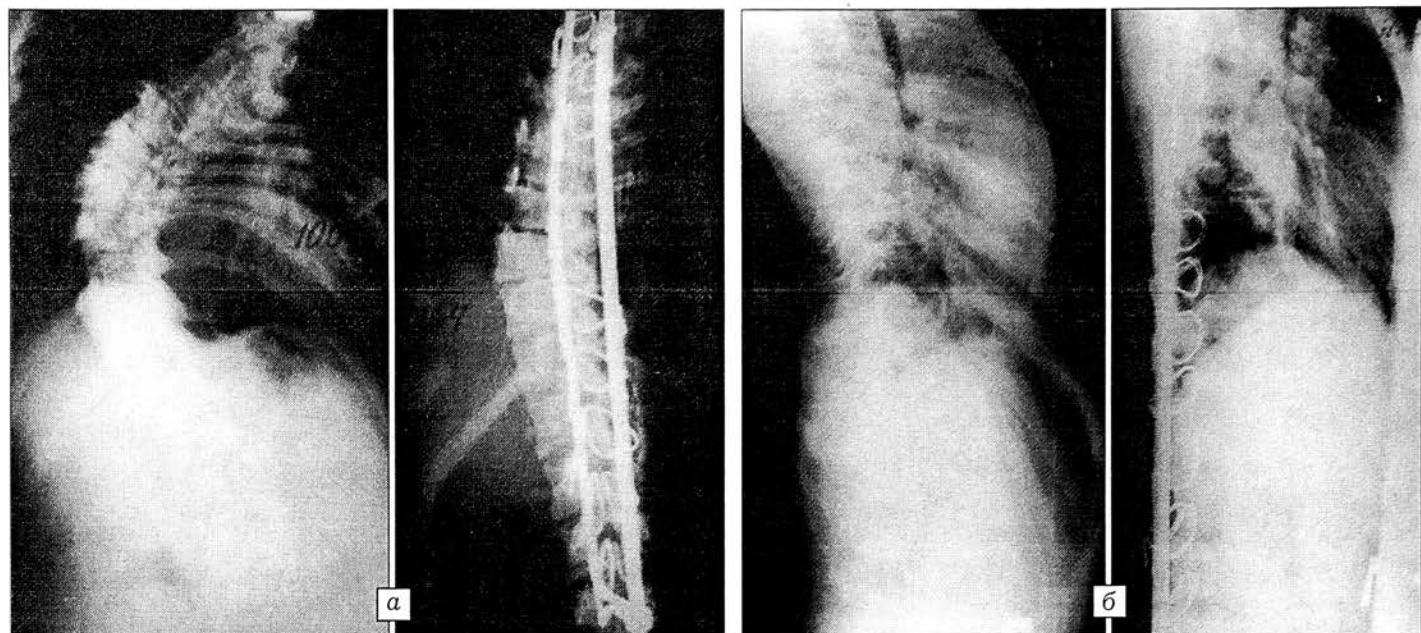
Рентгенограммы больной Н. с диспластическим правосторонним грудным сколиозом IV степени до операции и после коррекции деформации дистрактором Харрингтона с поддужечной фиксацией с вогнутой стороны и стержнем Люке с выпуклой.
